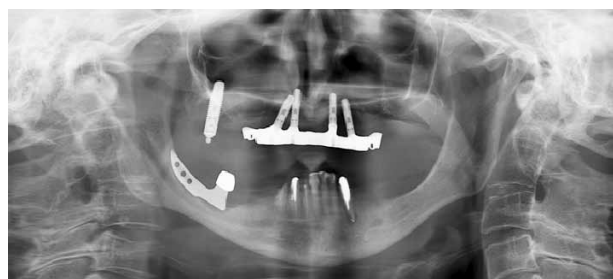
Рентгенограмма пациентки до лечения
